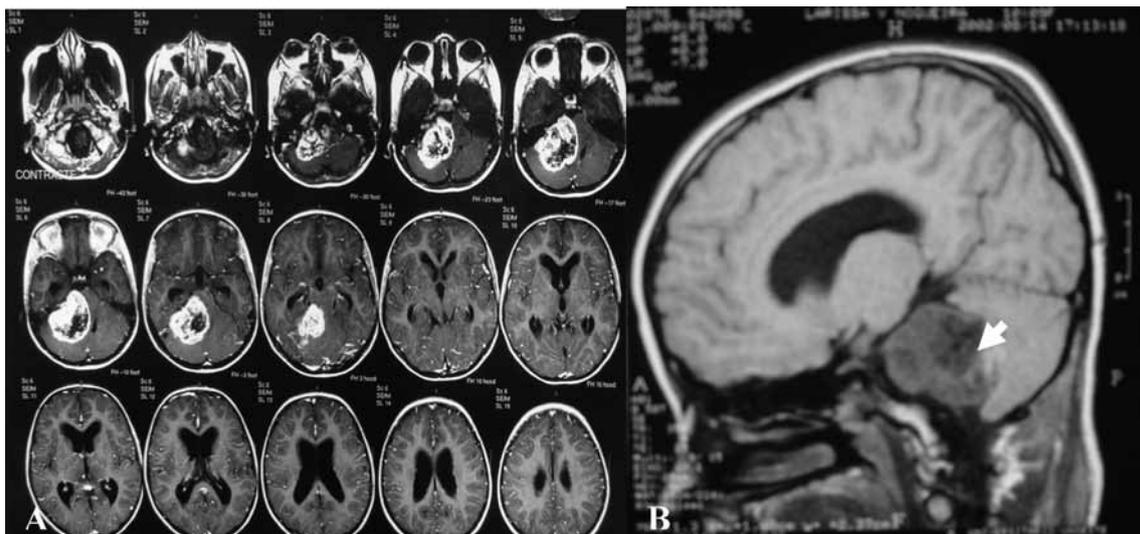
(A) TC de crânio: cortes axiais evidenciando massa tumoral com captação irregular de contraste na fossa posterior na topografia do ângulo pontocerebelar à direita. (B) RM: Lesão expansiva homogênea em fossa posterior na topografia do ângulo pontocerebelar à direita (seta).
